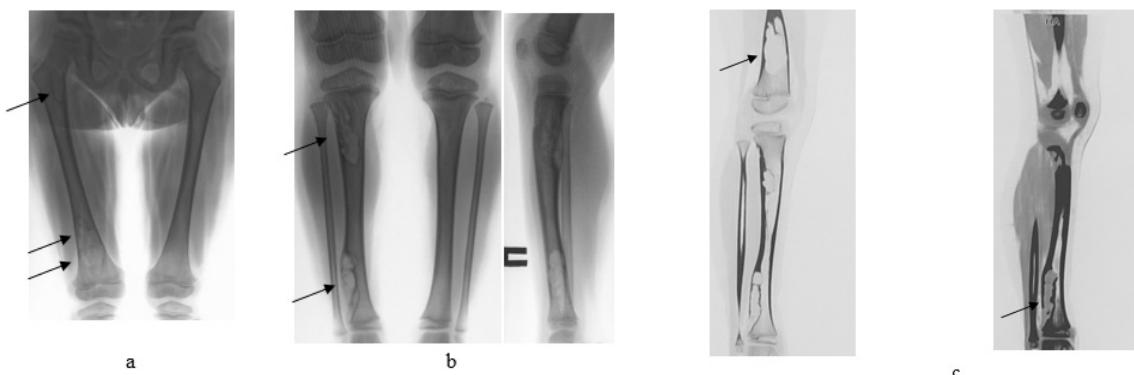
Plain radiographs of the lower extremities (a, b) of a 5-year old male patient. Multiple metadiaphyseal lesions centered on the cortex and limited by sclerotic rim (multiple non-ossifying fibroma). There is a bone bulging and cortex thinning at the place of lesions. Sagittal CT images (c) of a well-defined expansive intracortical lesion show intramedullary extension (arrow)
